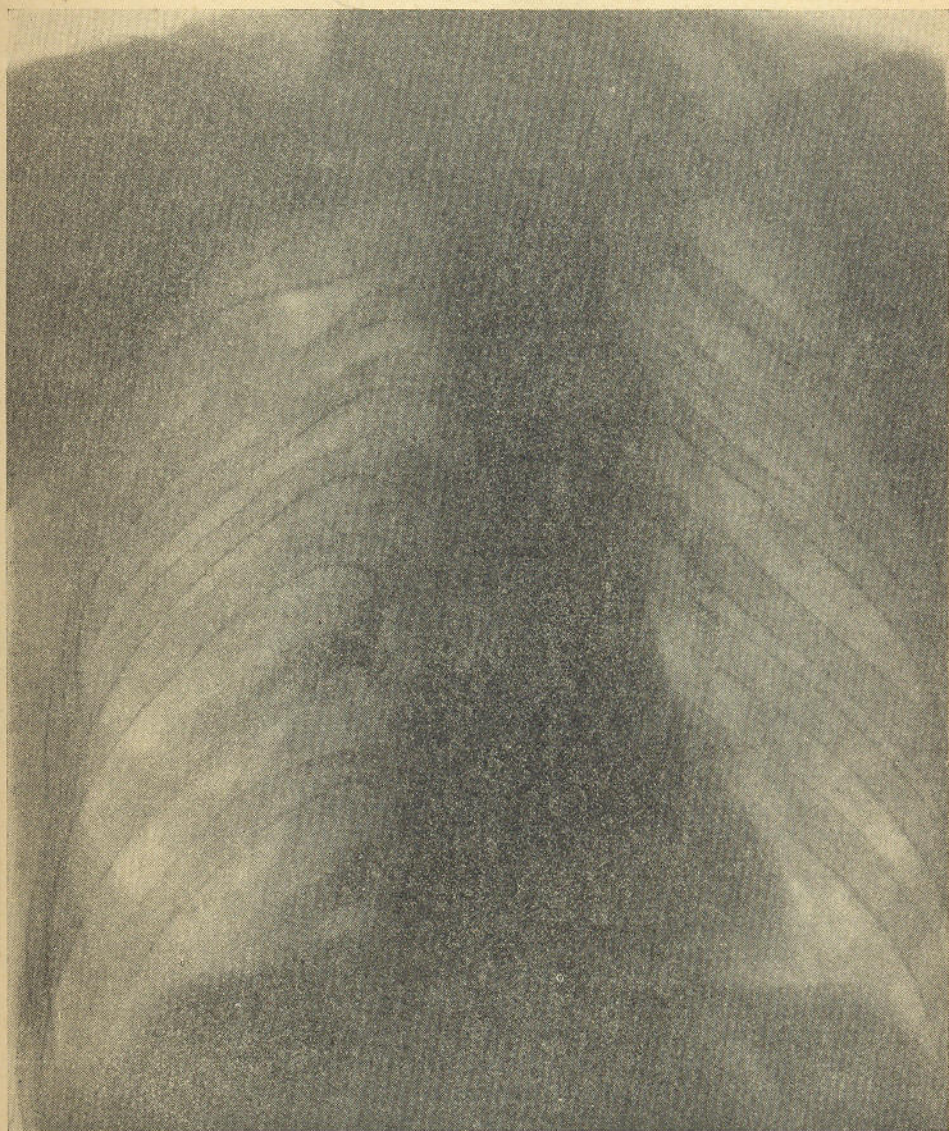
Radiografia do torax
